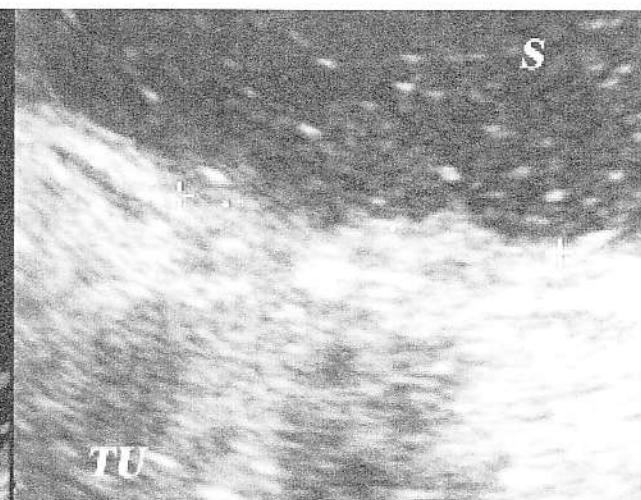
Identificarea microadenopatiilor pericolonice ($d = 6$ mm) și a invaziei tumorale (TU) în sigmoid cu ajutorul hidrosonografiei.
